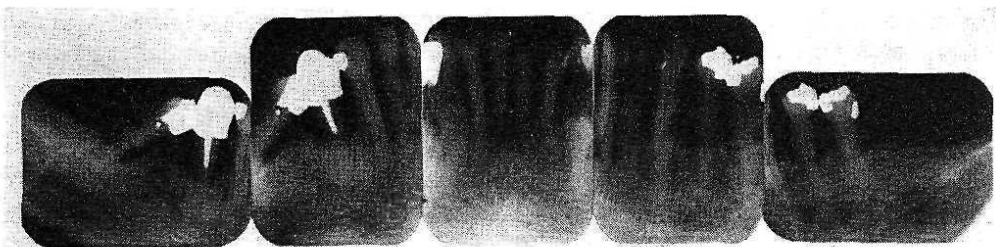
Chart of diagnosis and periodontal chart including pocket depths, tooth mobility, bone scores, radiographs, Plaque Index and Gingival Index scores obtained at the initial examination. The "two-digit" system (WHO) is used to denote the teeth.
